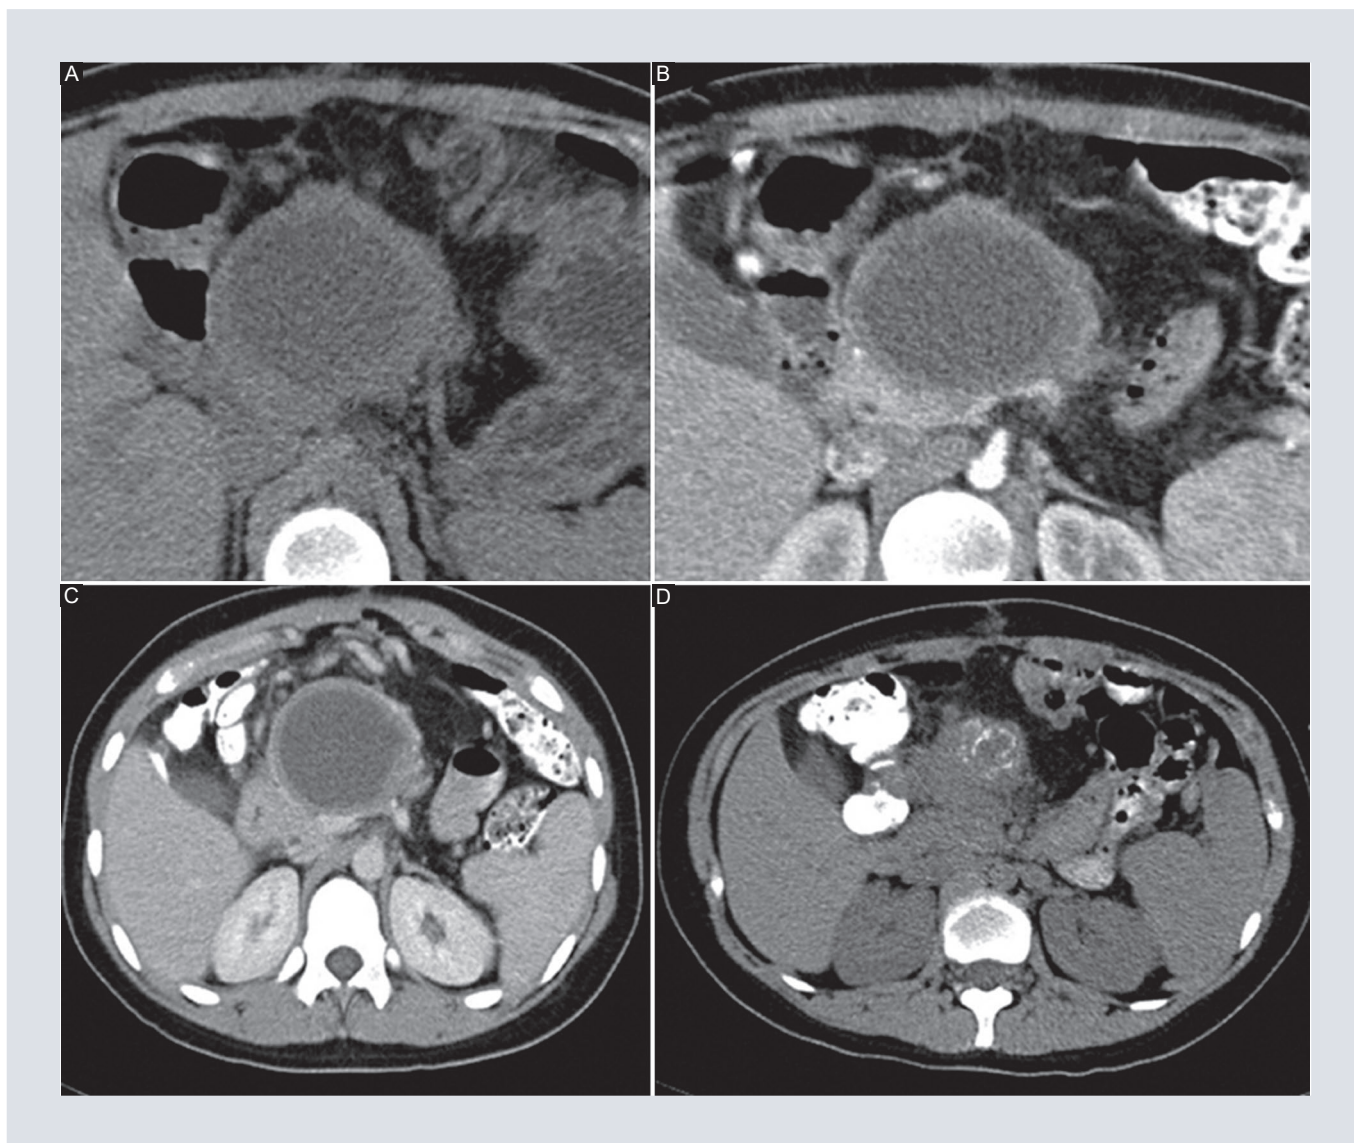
Protocolo de tomografía computarizada. A: fase simple. B: fase pancreática. C: fase venosa. Obsérvese la presencia de una cápsula gruesa, el desplazamiento de estructuras adyacentes y la ausencia de invasión. D: muestra un corte inferior con evidencia de calcificaciones periféricas.
